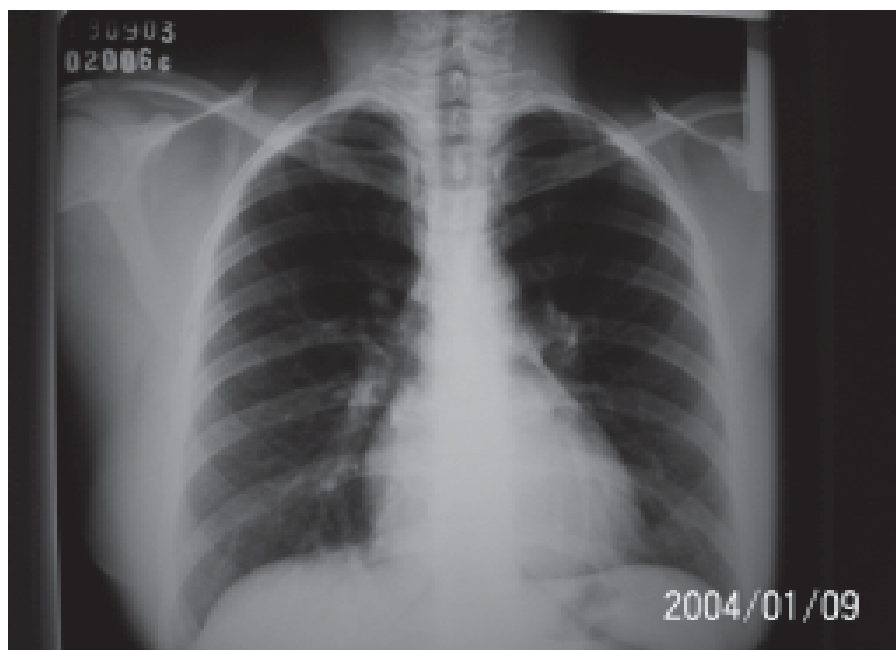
Radiografia do tórax AP.
